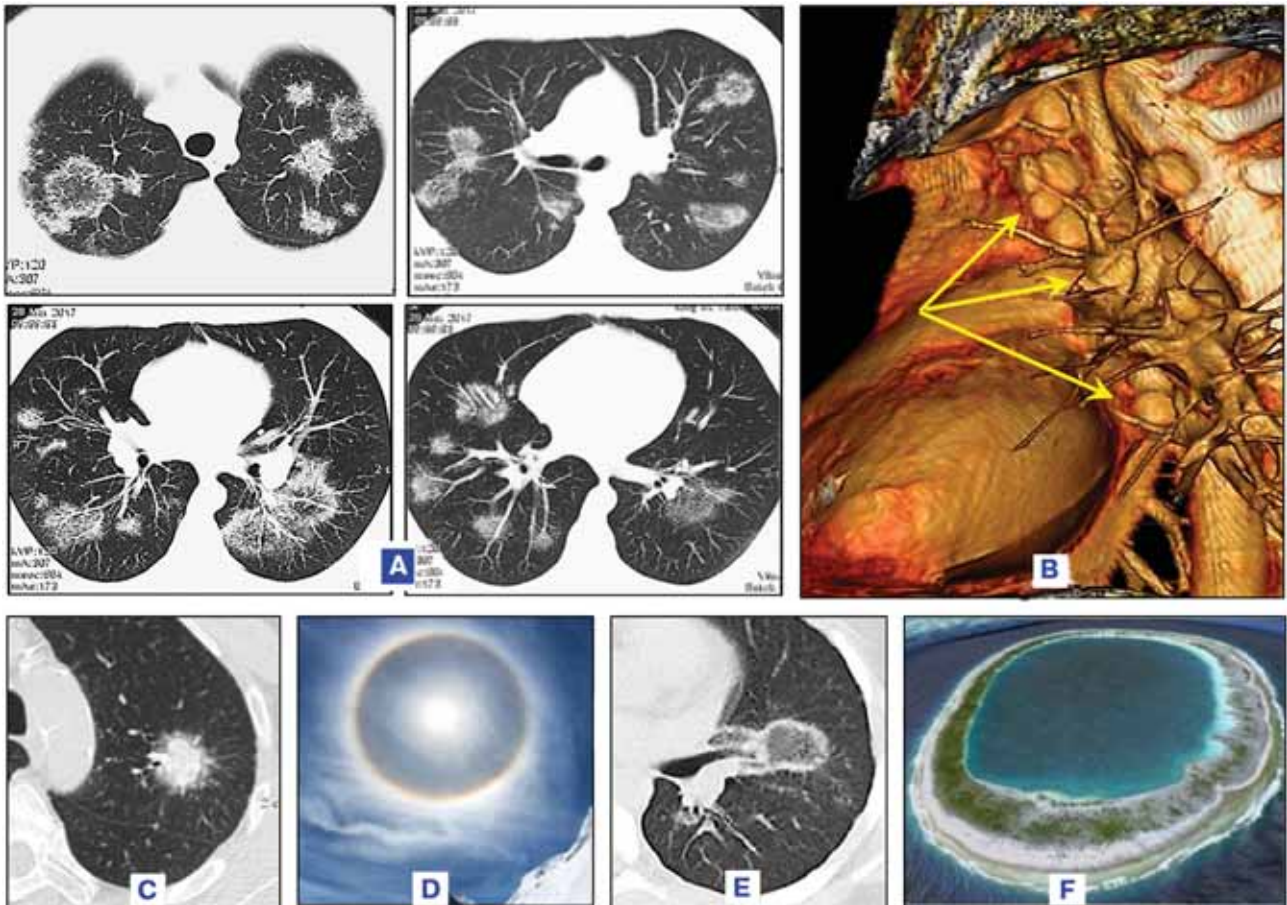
Больная З. 55 лет, диагноз легочно-медиастинальная форма саркоидоза II стадии: А — аксиальные срезы на различных уровнях (визуализируются множественные фокусы в различных сегментах обоих легких — паттерн «обратный знак гало»); В — объемный рендеринг в левой косой проекции — бронхопульмональная и медиастинальная лимфаденопатия; С, D — рентгенологический и природный феномены «знак гало» при периферическом раке; Е, F — феномены «обратный знак гало» при саркоидозе
